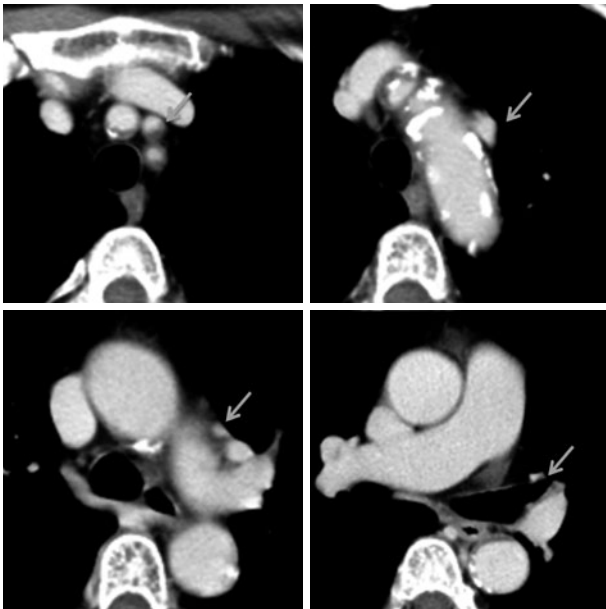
Enhanced thoracic CT shows an enhanced anomalous vein draining into the left brachiocephalic vein.
